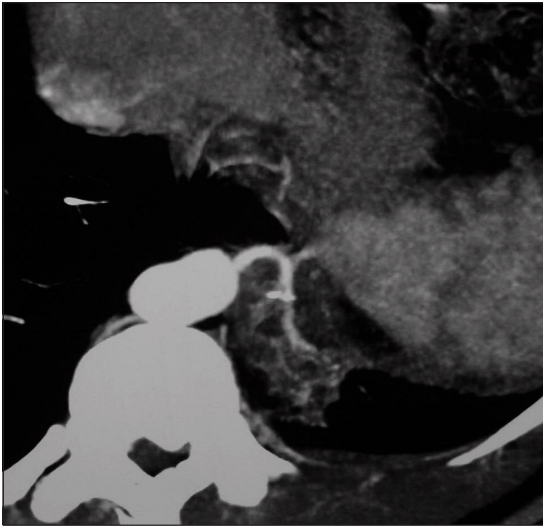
Corte axial de tomografía axial computada (TAC).
